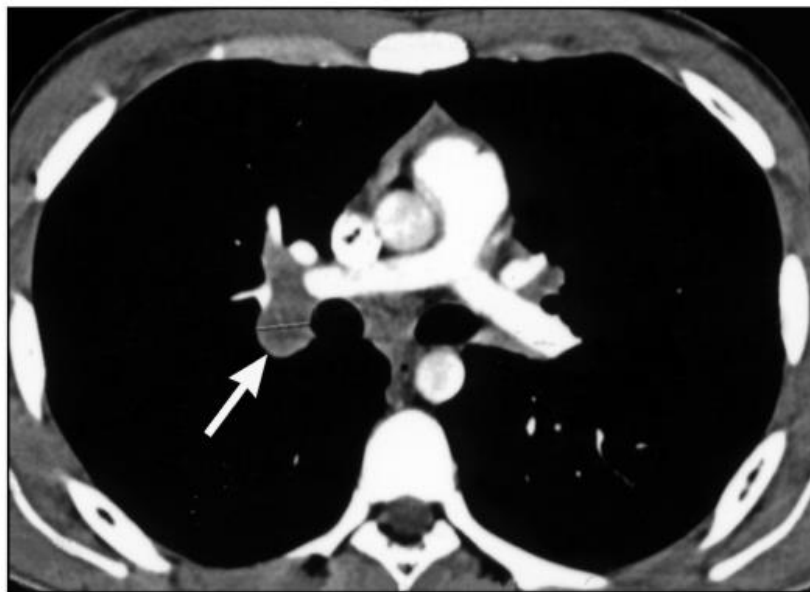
Комп'ютерна томограма . Туберкульоз внутрішньогрудних лімфатичних вузлів (стрілка)
